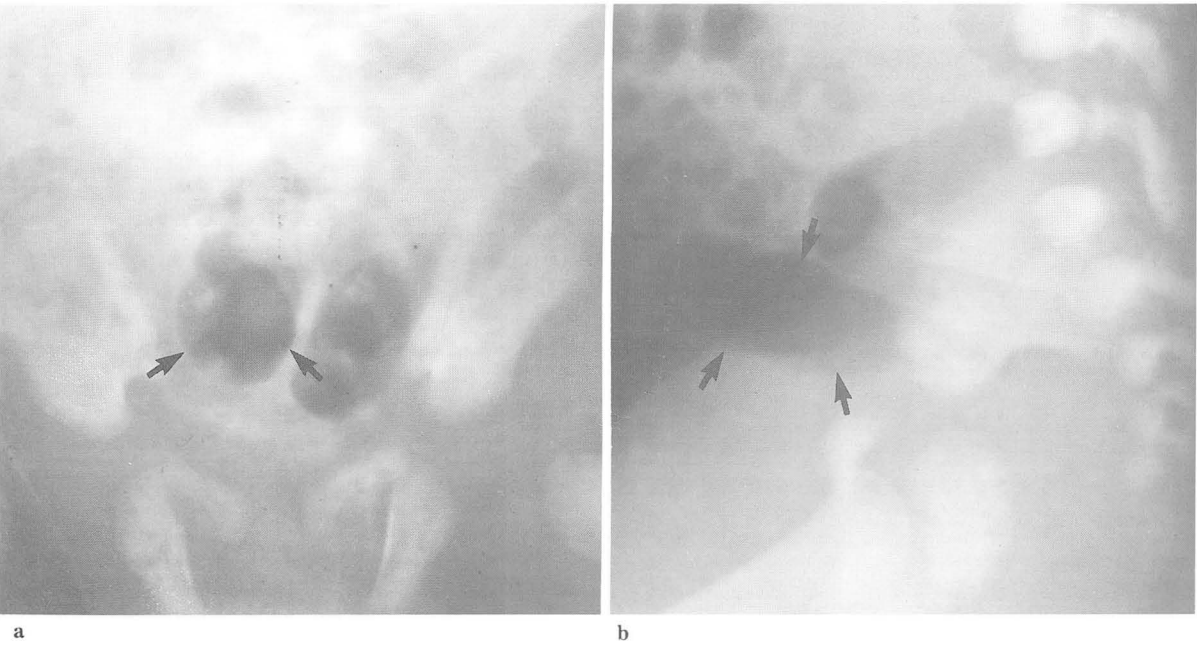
Frontal(a) and Lateral(b) pelvic roentgenograms in a male neonate with rectourethral fistula. Air in the bladder(arrows) mimicks the bowel gas in frontal view, but clearly defined on lateral roentgenogram(arrows).
